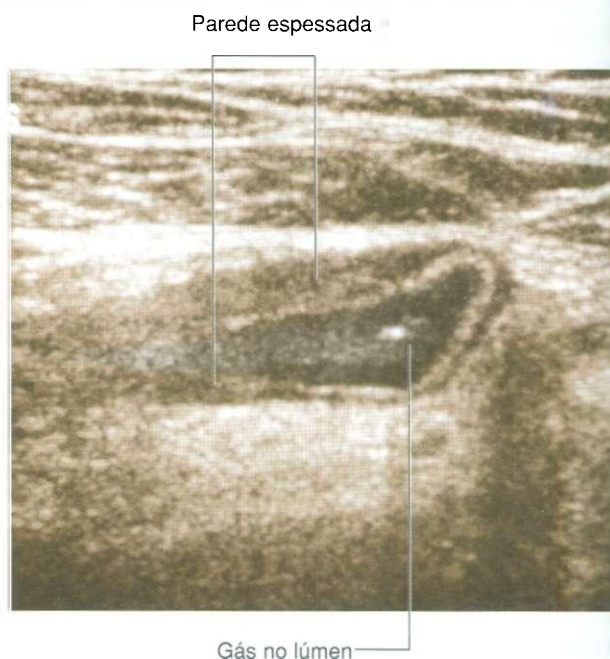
Apêndice inflamado. Exame de ultra-sonografia.
